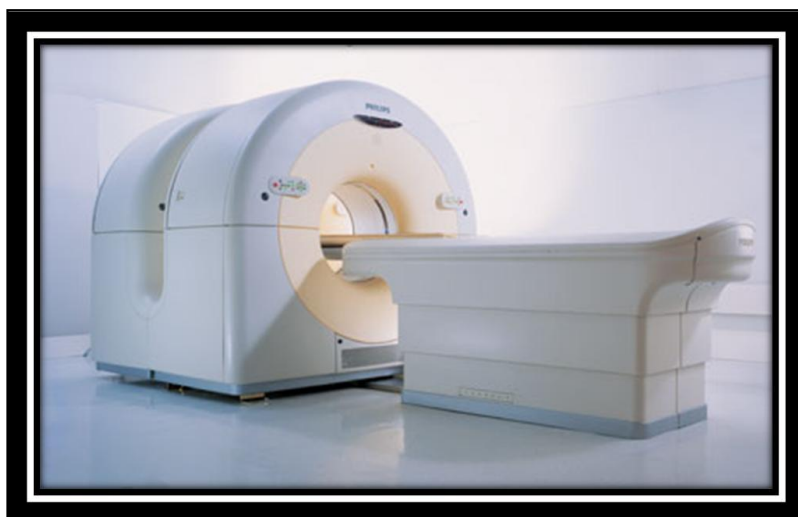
Equipamento PET/CT Philips [11]
